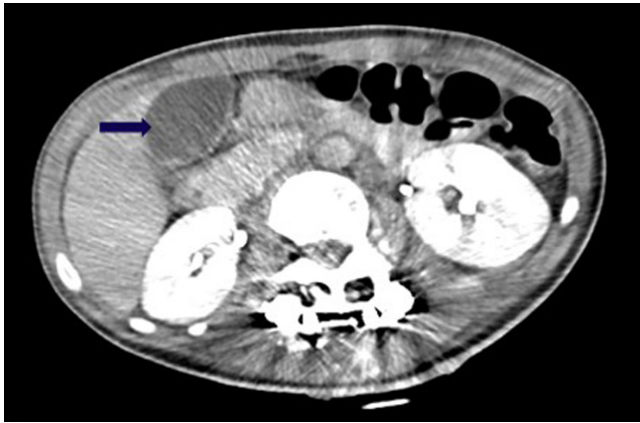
Tomografía axial computarizada (TAC) de abdomen contrastado. La flecha indica persistencia de hallazgos compatibles con adenomiomatosis vesicular, un discreto aumento del diámetro anteroposterior de la cola y grasa peripancreática conservada con aumento perivesicular. Fuente: historia clínica del paciente.
